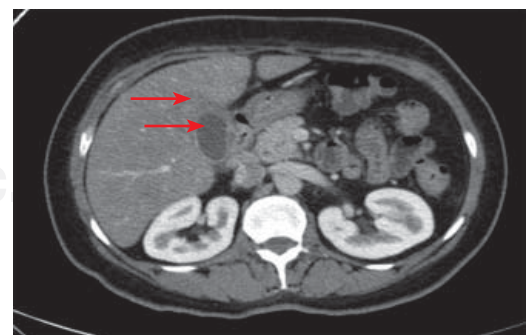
Tomografía de abdomen: se observa pared vesicular engrosada.
